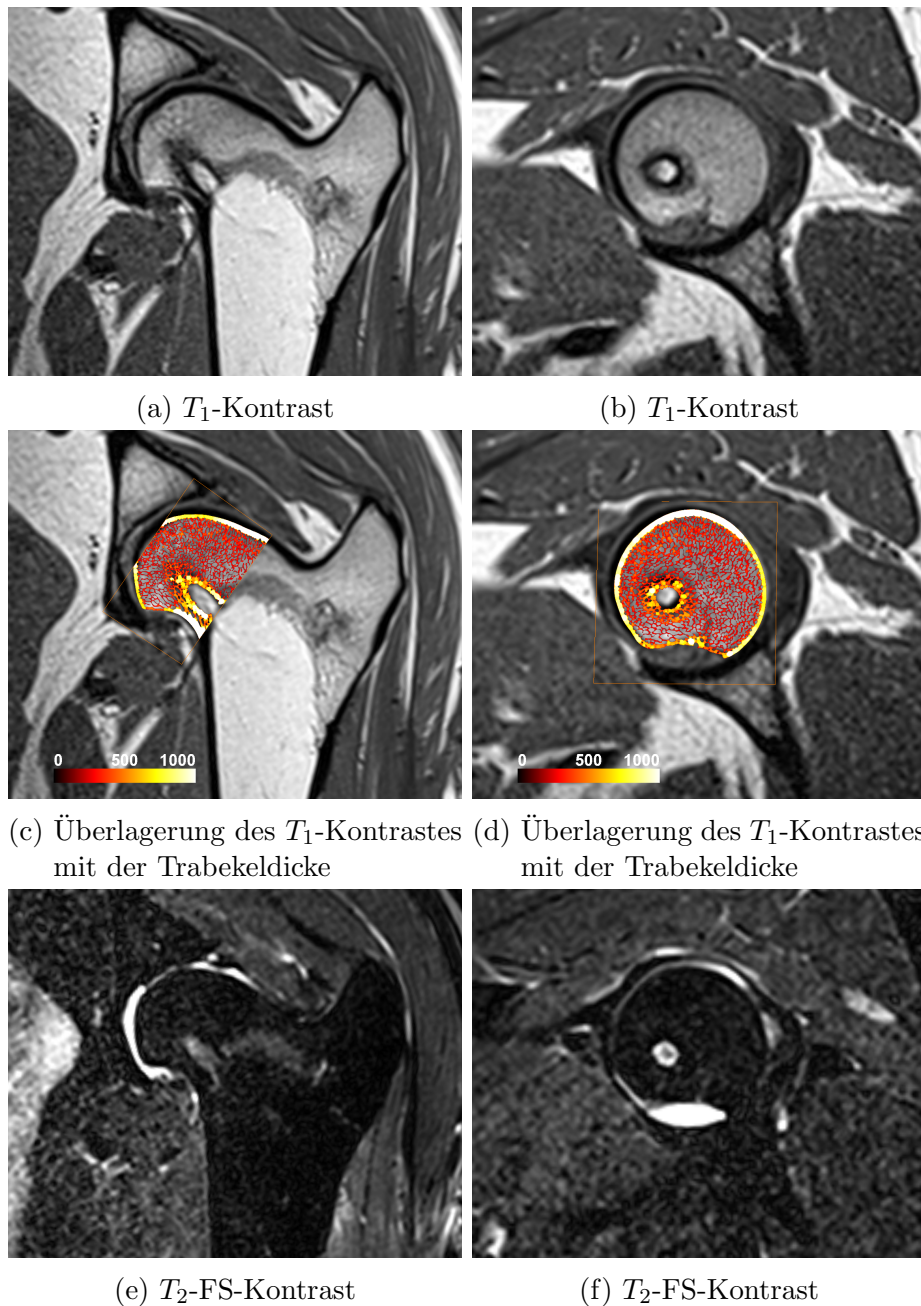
Koronale (links) und senkrecht zum Bohrkanal ausgerichtete (rechts)  $T_1$ -gewichtete Schichten durch den Hüftkopf (oben) und Overlay der Trabekeldicke aus den  $\mu$ CT-Aufnahme in Farbe (Mitte) sowie  $T_2$ -gewichtete Aufnahmen (unten) von Tier C. Die MR-Aufnahmen stammen von der finalen Untersuchung nach 16 Wochen. Die Orientierung der  $\mu$ CT-Daten wurde manuell angepasst.
